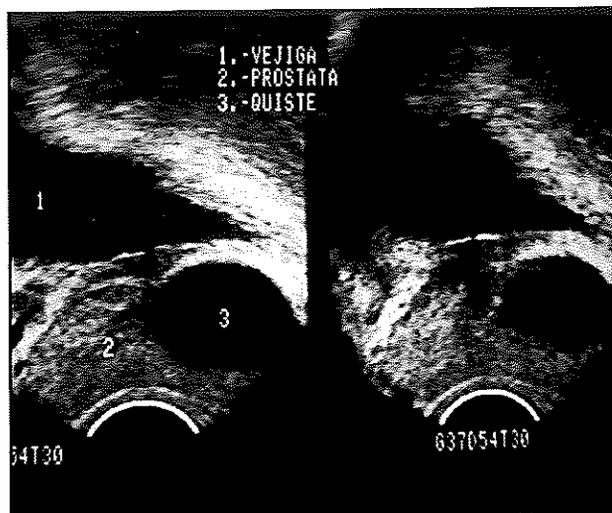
Ecografía transrectal.
